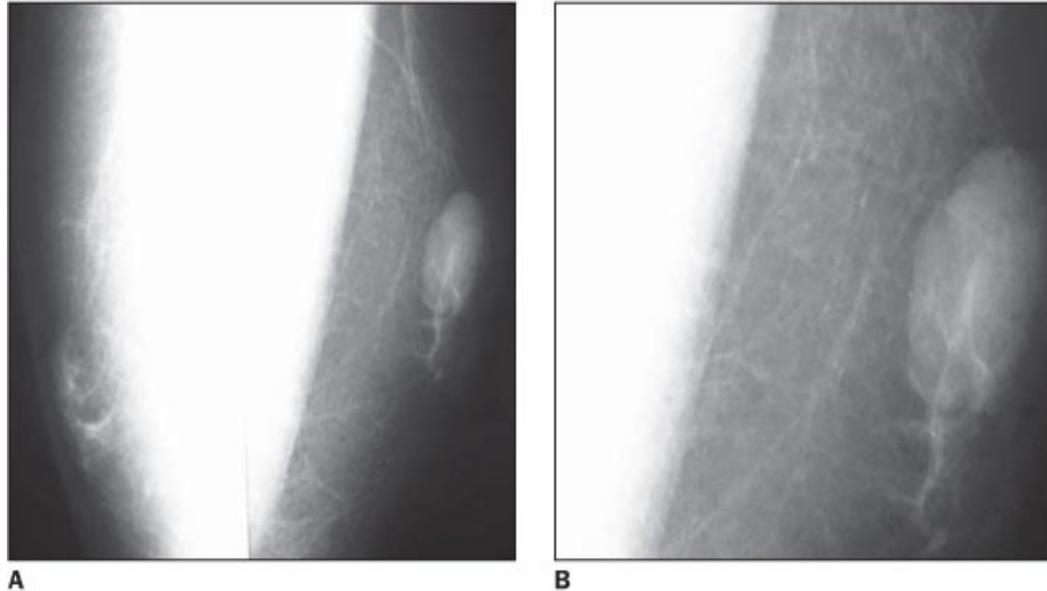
A: Radiografias obtidas em médio-lateral a 90° mostram nódulo de média radiodensidade, contornos lobulados e bem definidos, medindo cerca de 2,5 cm, localizado na região retroareolar da mama esquerda. B: Detalhe do nódulo descrito.
